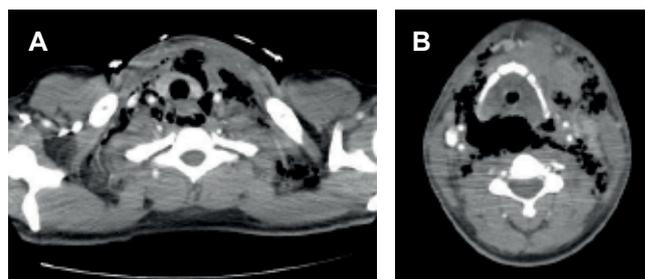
TAC de cuello que se evidencia gas en los tejidos blandos de espacios cervicales perivertebrales, submandibulares, viscerales y supraclaviculares bilaterales. Fuente: fotografías tomadas porlo autores
